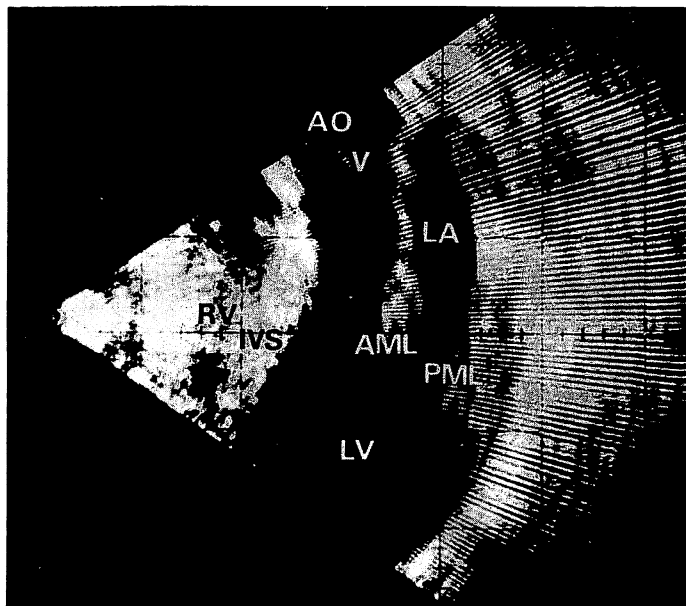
Normal cross-sectional echocardiogram along the heart long axis in a 19-year-old boy.
